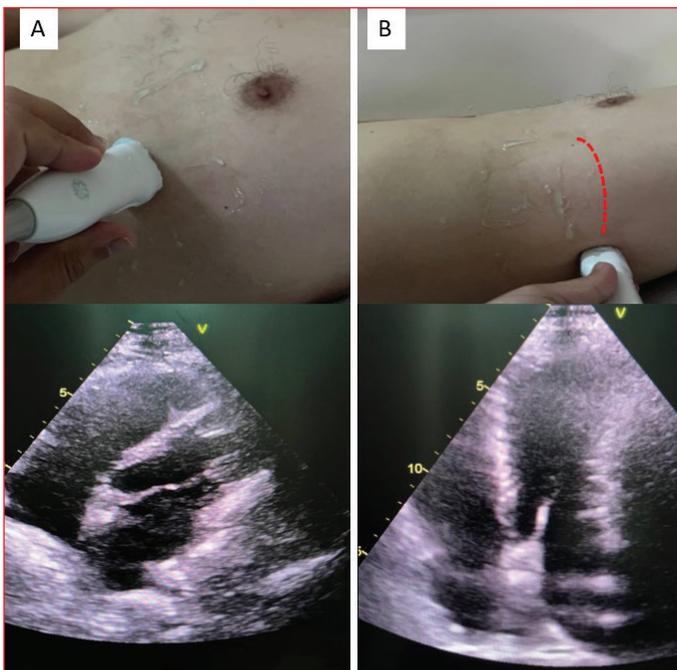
Trans-thoracic echocardiography in left complete pericardial absence. Standard apical 4-chambers view showing the leftward and posterior displacement of the heart (A). Modified apical 4-chambers view, performed in supine position with the transducer shifted almost to the posterior axillary line (B, red dashed arrow), showing normal biventricular morphology.
